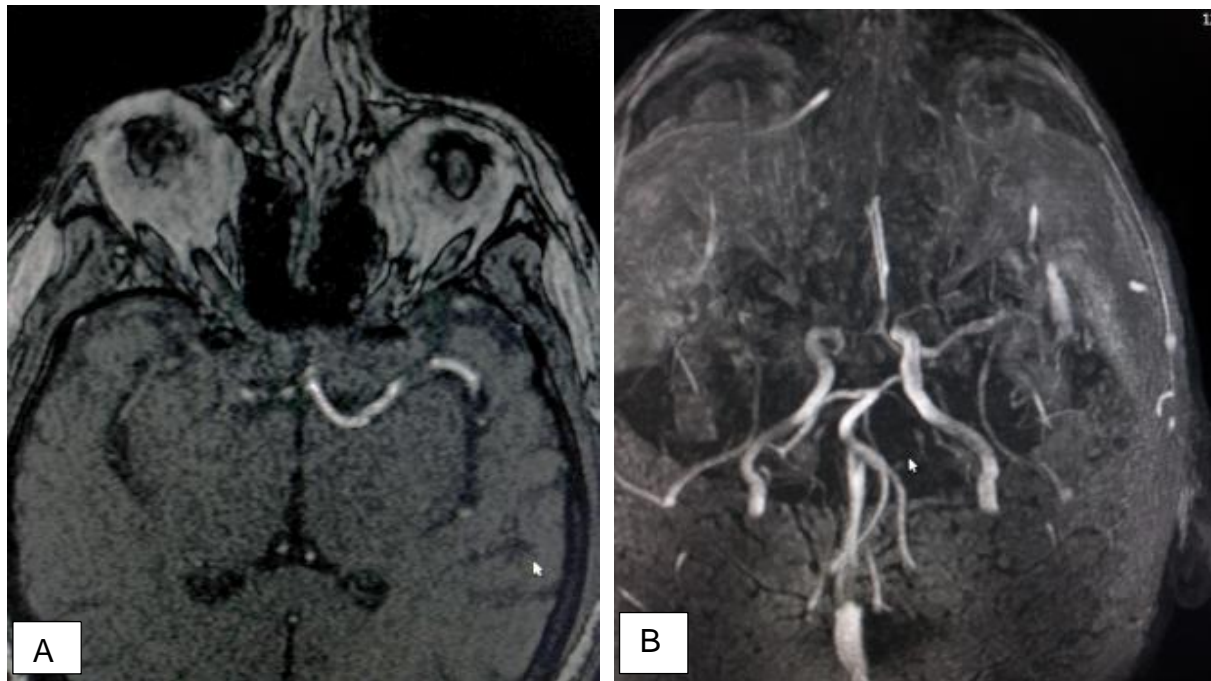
Imagen de Origen de angioresonancia (Imagen A), angioresonancia arterial (Imagen B); oclusión de la arteria cerebral media derecha.
